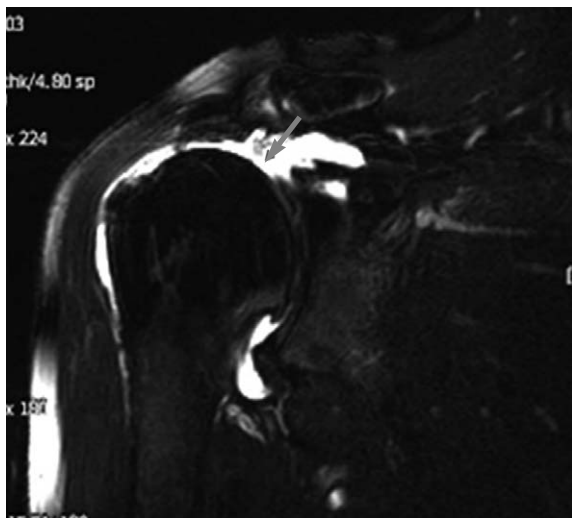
Preoperative MRI oblique coronal view in the right shoulder of the 61 years-old female demonstrates massive full-thickness tear of supraspinatus tendon (arrow) with severe fatty degeneration with superior migration of humeral head.
